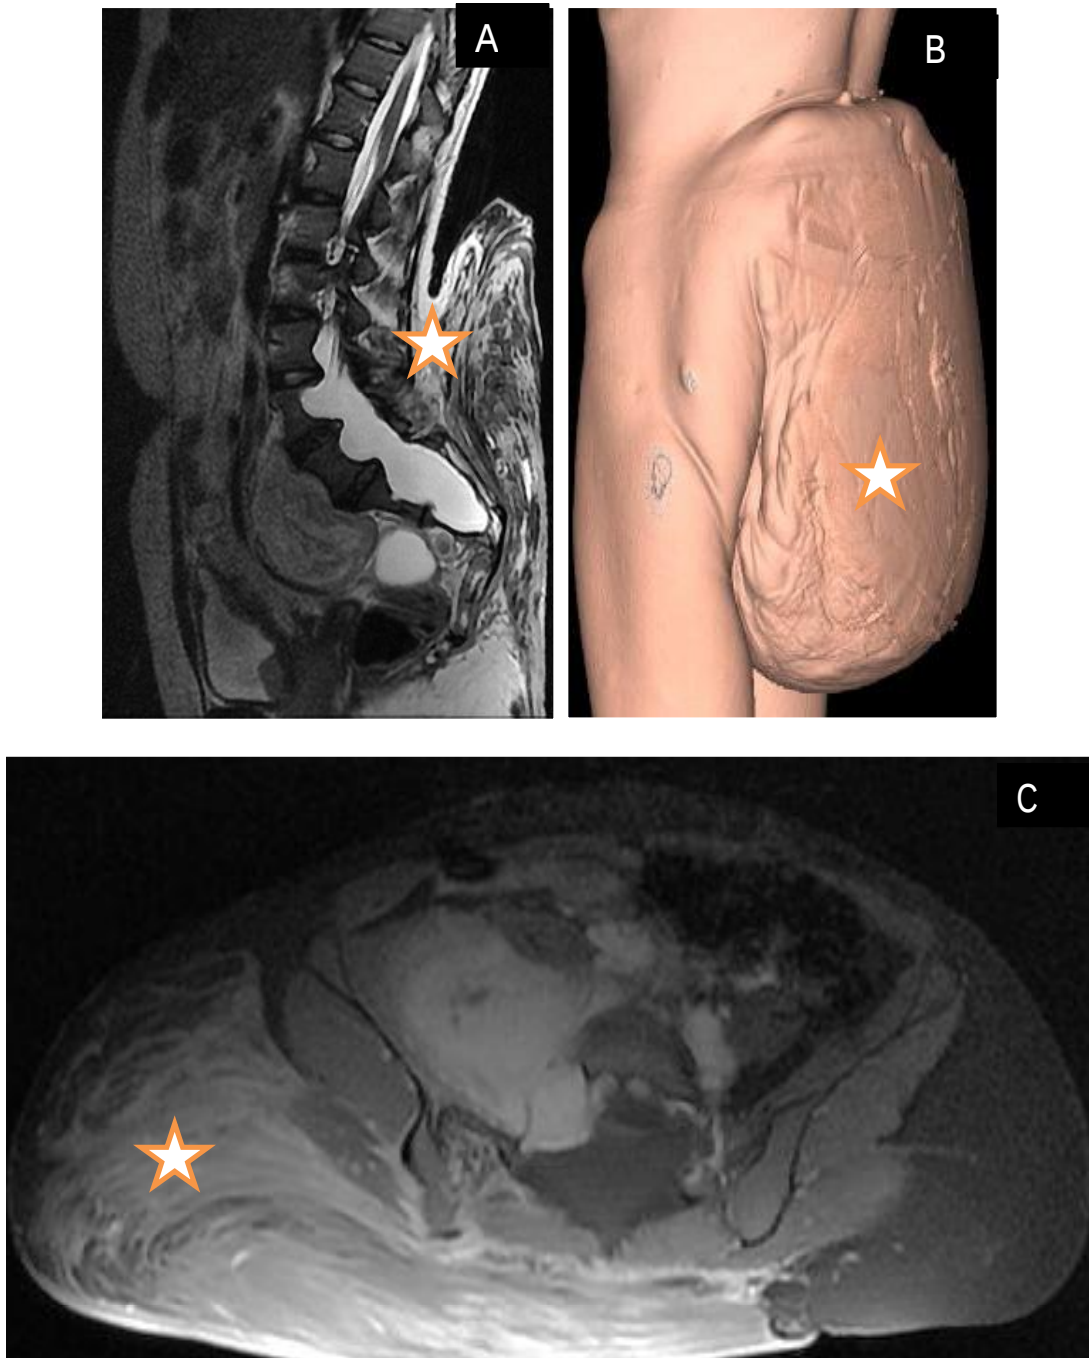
Patiente de 24 ans, masse fessière. IRM du pelvis, coupe sagittale T2 (A) et axiale en T1 avec injection de gadolinium et suppression graisseuse (B) ; et TDM pelvienne en VRT (C). Tumeur solido-kystique (★) mal limitée prenant naissance à partir du canal sacré et se développant vers la région fessière, responsable d'un scalloping étagé des corps vertébraux sacrés avec ectasie durale et se présentant en hypersignal T2 hétérogène avec rehaussement hétérogène après injection du contraste: Neurofibrome plexiforme rachidien sacré.
